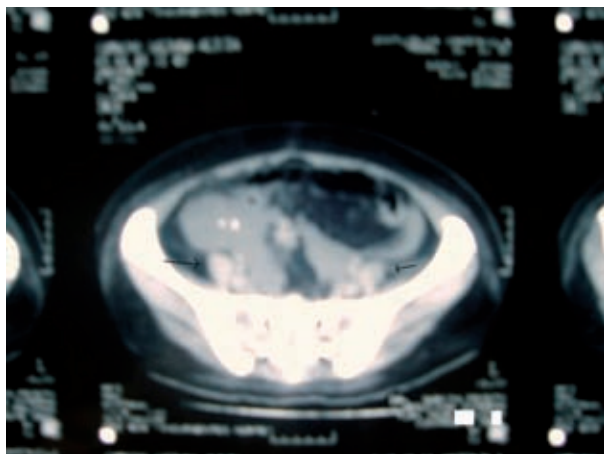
TAC abdomino-pélvica mostrando en las flechas las imágenes hiperdensas correspondientes a metástasis en fondo de saco.
